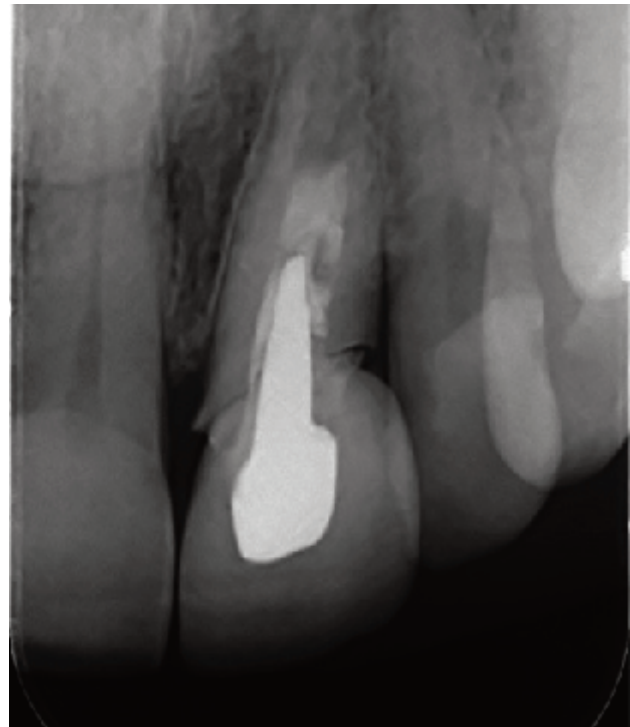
Radiografía periapical inicial.
